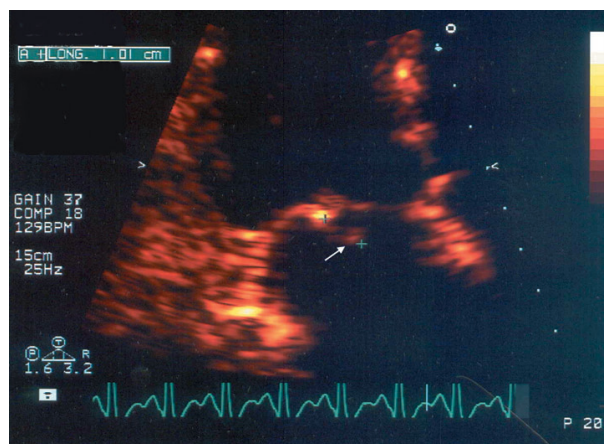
Végétations de l'ordre du cm appendues au feuillet postérieur de la valve mitrale (flèche) ; échocardiographie transthoracique en vue apicale (détail). – Endocardite fulminante à *Staphylocoque doré* (cas n° 1).
